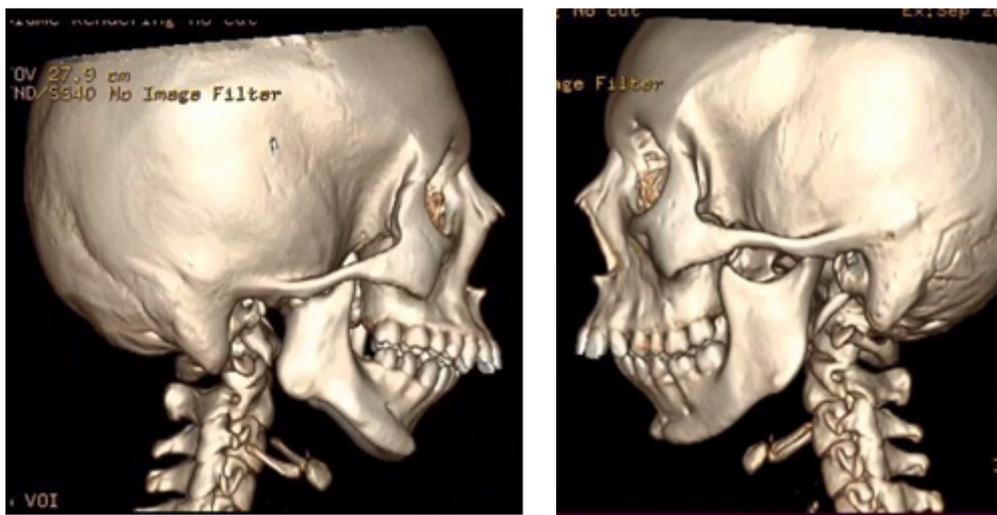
КТ пациента А. Вид в боковой проекции.
